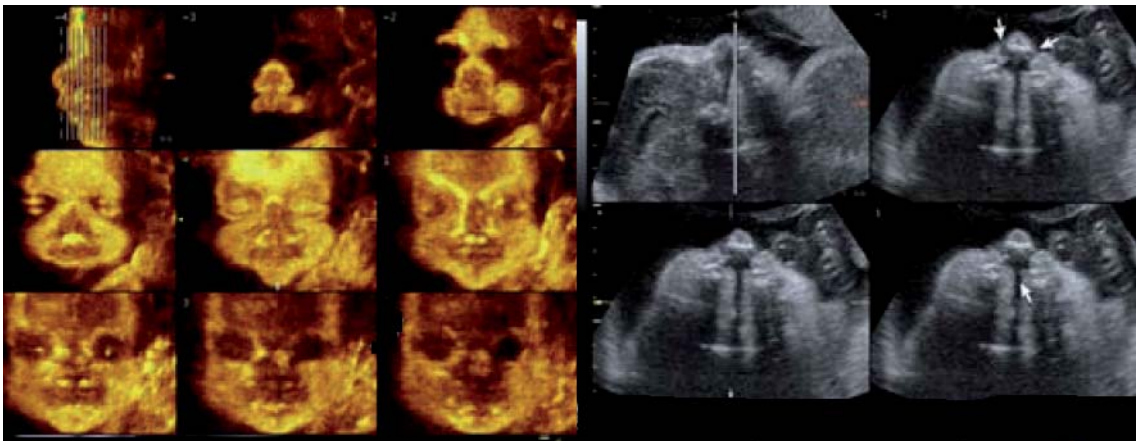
TUI (Tomographic Ultrasound Imaging) o MultiSlice.
